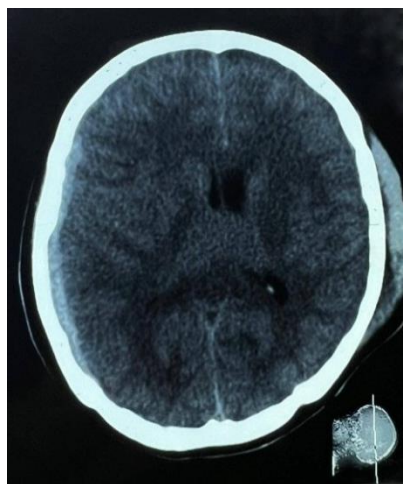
КТ снимок больного с субдуральной гематомой правого полушария головного мозга.
